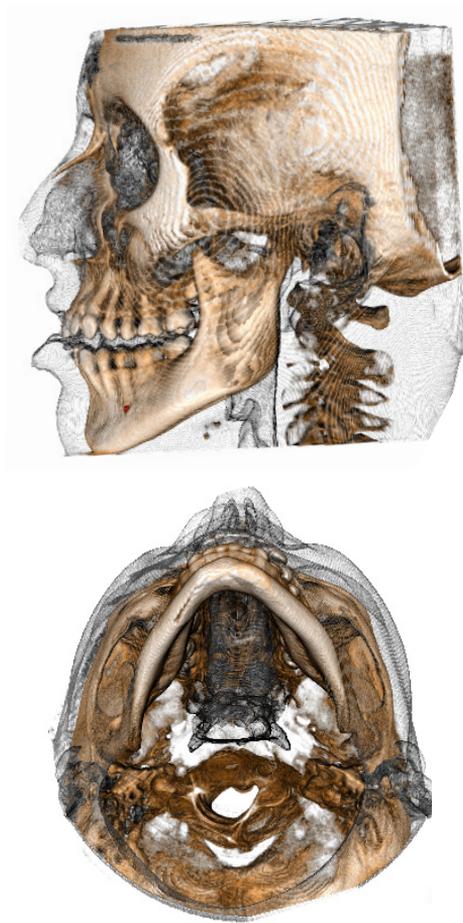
Imagen TC 3D, que muestra fractura subcondílea y parasinfiaria derecha en paciente que cayó de propia altura mientras subía escalones de su casa.
